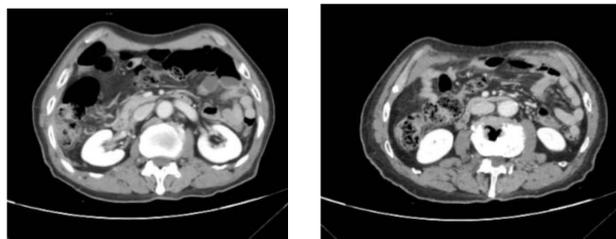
Results of upper abdominal CT examination
